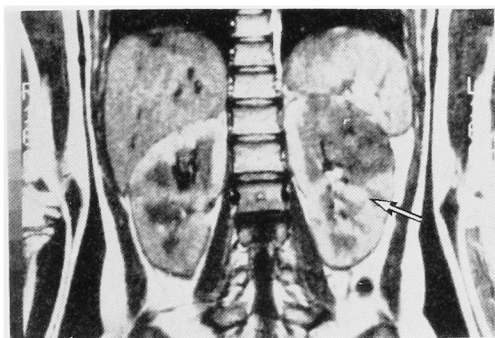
T1-weighted image of bilateral renal angiomyolipoma. Lipid within the tumor shows high intensity (arrow) and the other part of the tumor show less intensity than renal cell carcinoma.
